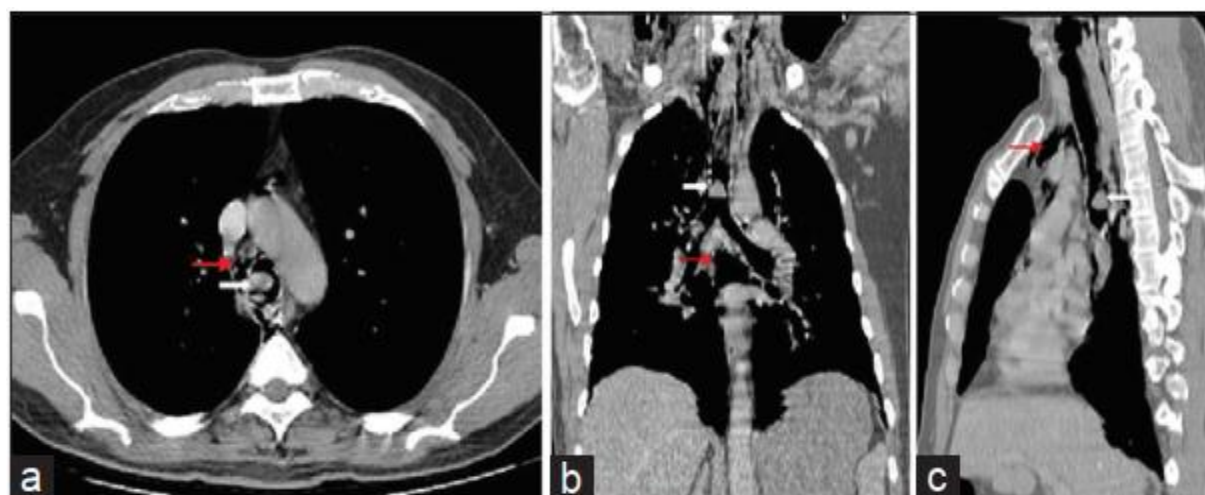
[9]: TDM thoracique, (a) coupe axiale avec reconstructions coronales et sagittales (b) et (c). Les images montrent un adénome pléomorphe sous forme d'une lésion endo-trachéale bien limitée mesurant 1,5 cm x 1,2 cm x 1,8 cm localisée dans la trachée distale, immédiatement au-dessus de la carène, avec une obstruction presque totale de la lumière (cas 6)
